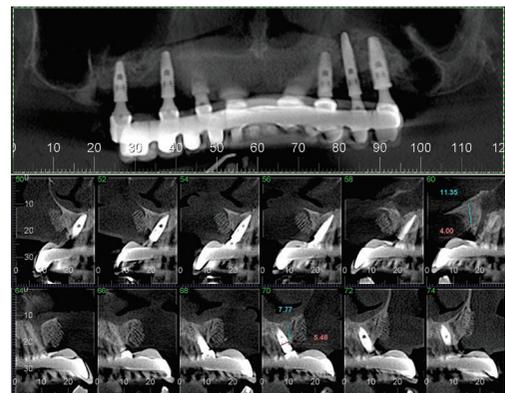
Tomografia computadorizada de controle pós-operatório (33 meses pós-cirurgia), demonstrando manutenção do volume do bloco ósseo xenógeno na pré-maxila.
